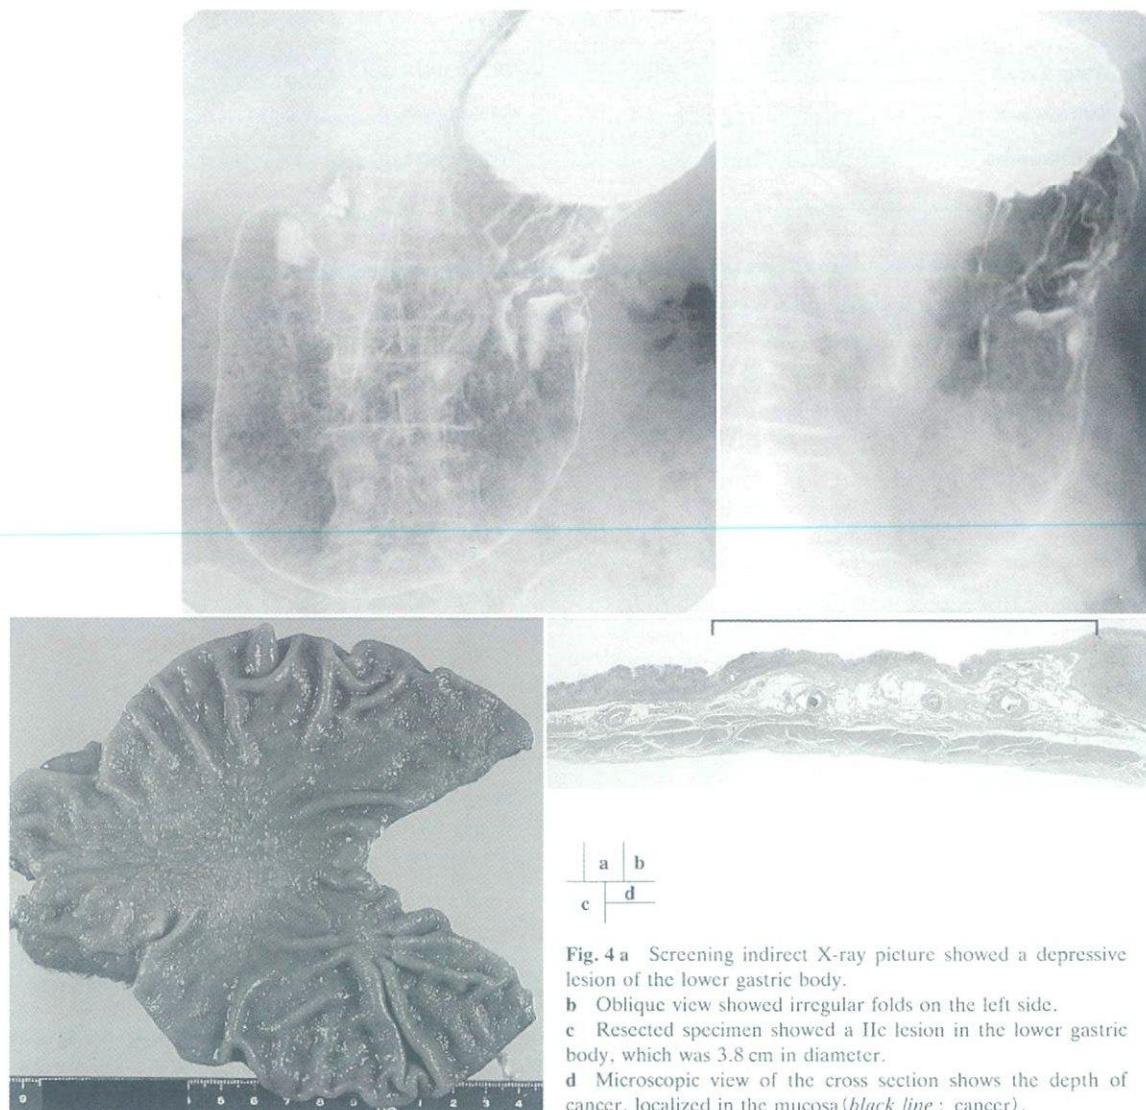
a Screening indirect X-ray picture showed a depressive lesion of the lower gastric body.
